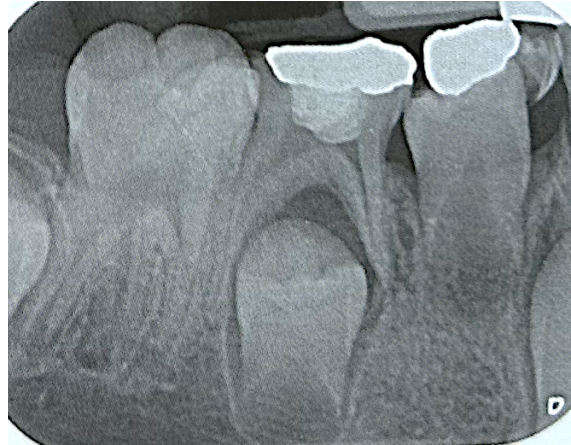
Radiographie secteur 4 présentant des lésions carieuses sur les molaires temporaires et sur la PMP mandibulaire droite immature (46) (Muller-Bolla, 2022).
